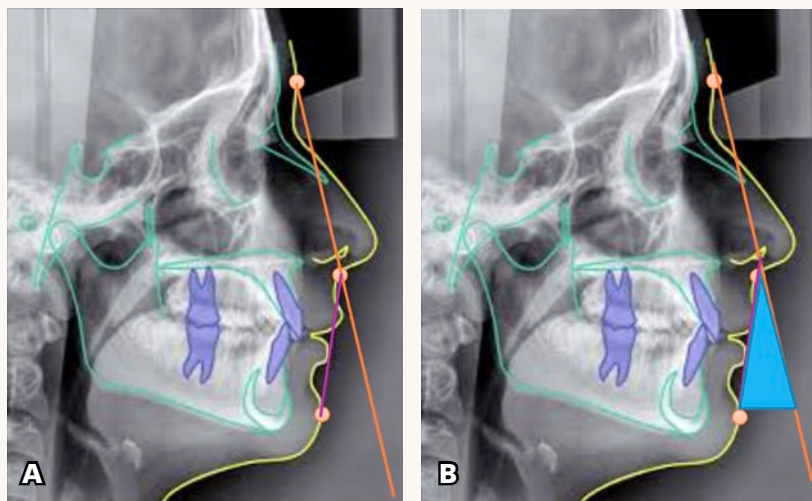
Imagen de radiografía lateral de cráneo. La línea amarilla señala los límites de los tejidos blandos. Los tejidos duros están marcados con la línea verde y los dientes en la zona azul. Los puntos de referencia en tejidos blandos según Legan y Burstone son: glabella (Gl), subnasal (Sn), pogonion (Pg).
